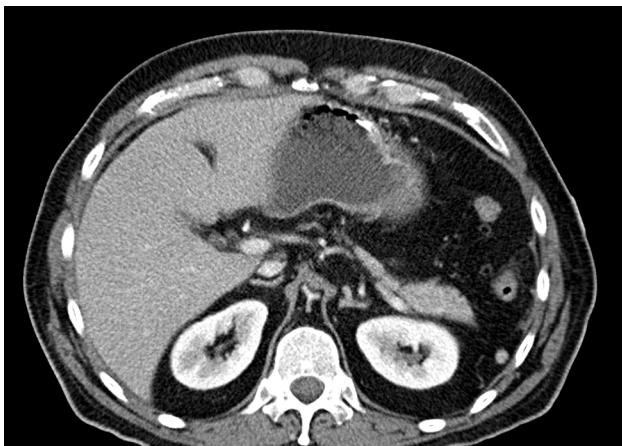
TC abdominopélvico en el que se identifica el espasmo aórtico.
